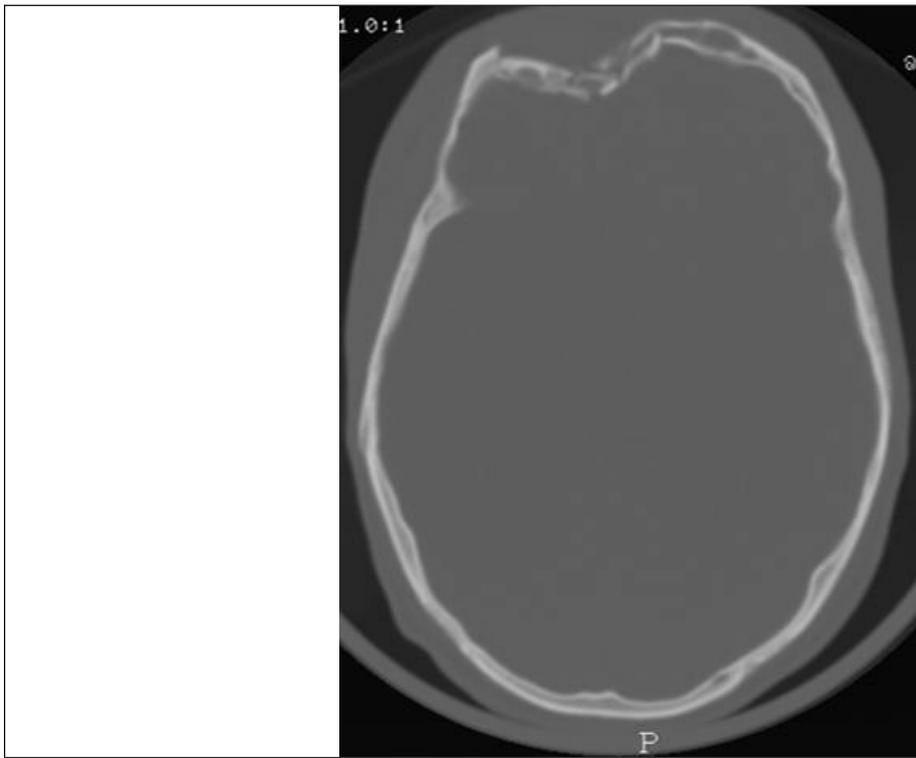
TDM cérébrale en coupe axiale montrant en fenêtre osseuse une embarrure frontale droite.
